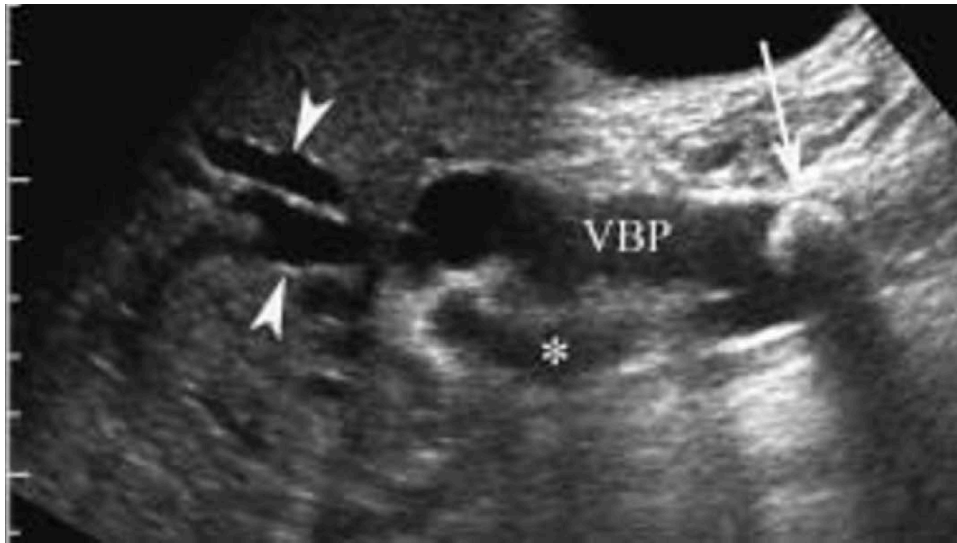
Image échographique objectivant un gros calcul de la voie biliaire principale :
